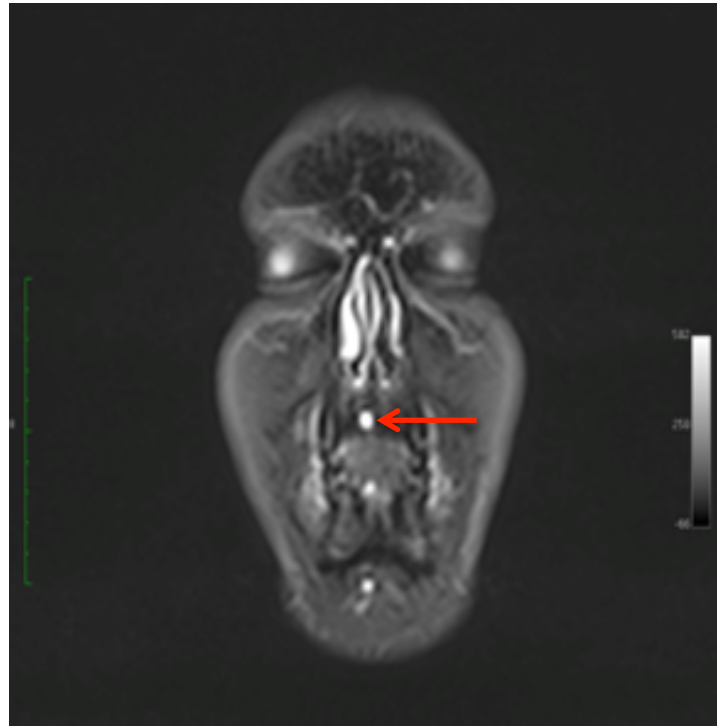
Coronare MRT Schichtaufnahme mit Darstellung einer nasopalatinalen Zyste (roter Pfeil) bei einem 47-Jährigen männlichen Probanden
